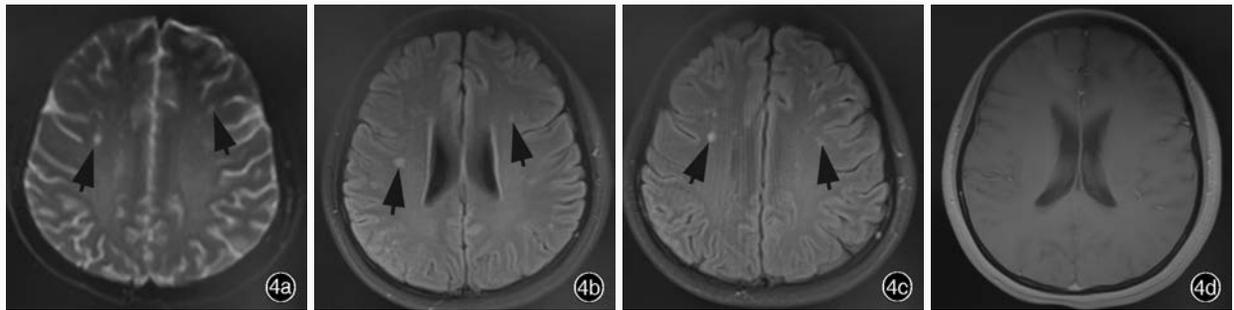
例4患者头部MRI检查所见 4a 横断面T<sub>2</sub>WI显示双侧半卵圆中心散在斑片状稍高信号(箭头所示) 4b 横断面FLAIR成像显示双侧侧脑室旁高信号(箭头所示) 4c 横断面FLAIR成像显示双侧半卵圆中心散在斑片状高信号(箭头所示) 4d 横断面增强T<sub>1</sub>WI显示病灶无明显强化
